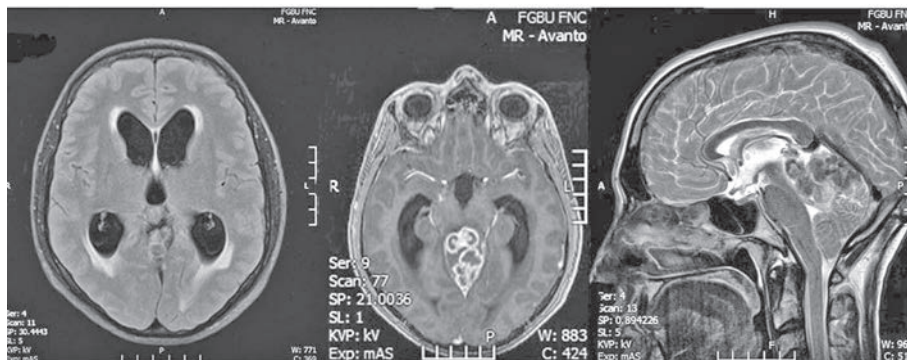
МРТ головного мозга с контрастным усилением до хирургического лечения.
